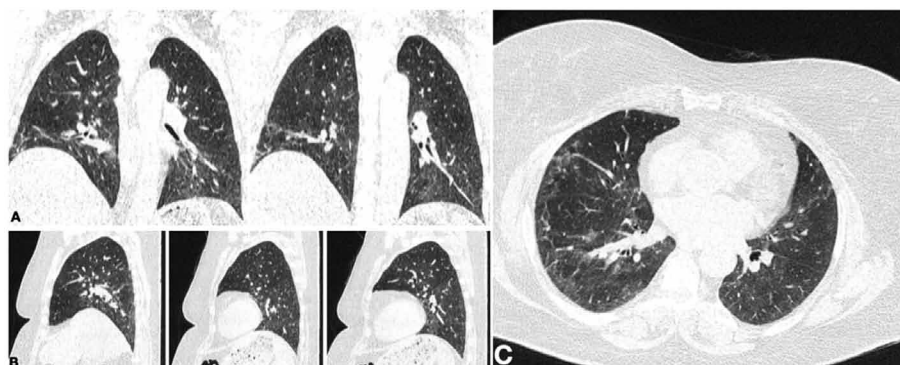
Данные КТ органов грудной клетки пациентки Ж., 68 лет, через 10 месяцев после перенесенной коронавирусной инфекции крайне тяжелой степени (А – фронтальная проекция, В – сагиттальная проекция, С – аксиальная проекция)
